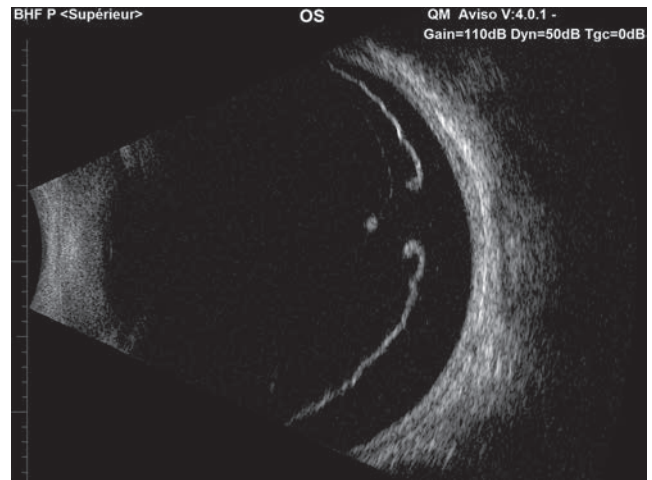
Décollement de rétine avec déchissance rétinienne. Coupe échographique d'un décollement de rétine centré sur la déchissance avec une sonde de 20 MHz. À noter l'opercule rétinien avec adhérence vitréorétinienne probablement responsable du décollement de rétine rhégomène.
